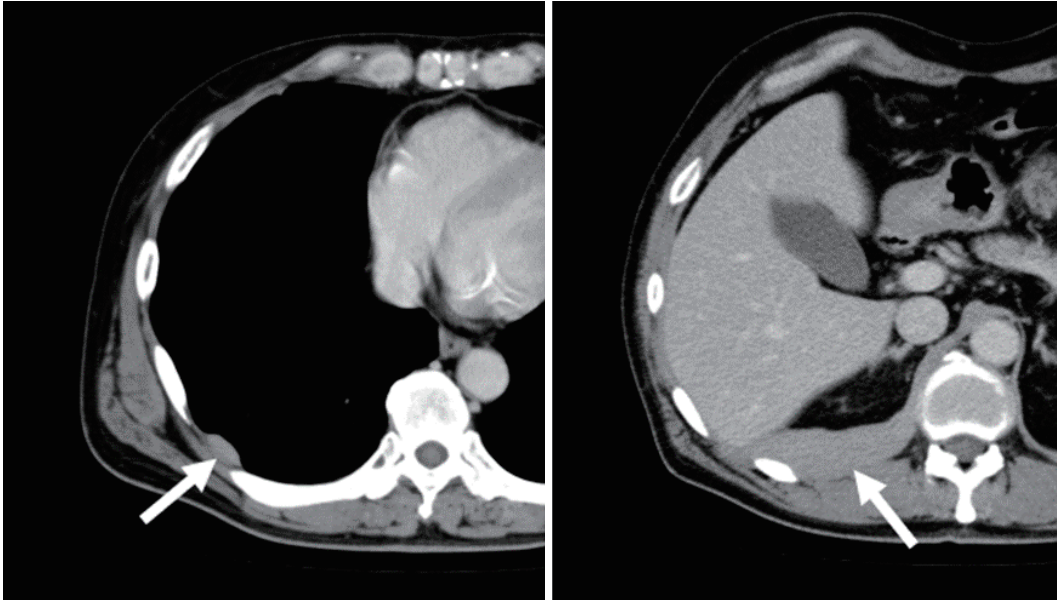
Chest CT showing pleural dissemination 11 years after the initial diagnosis (arrows).
